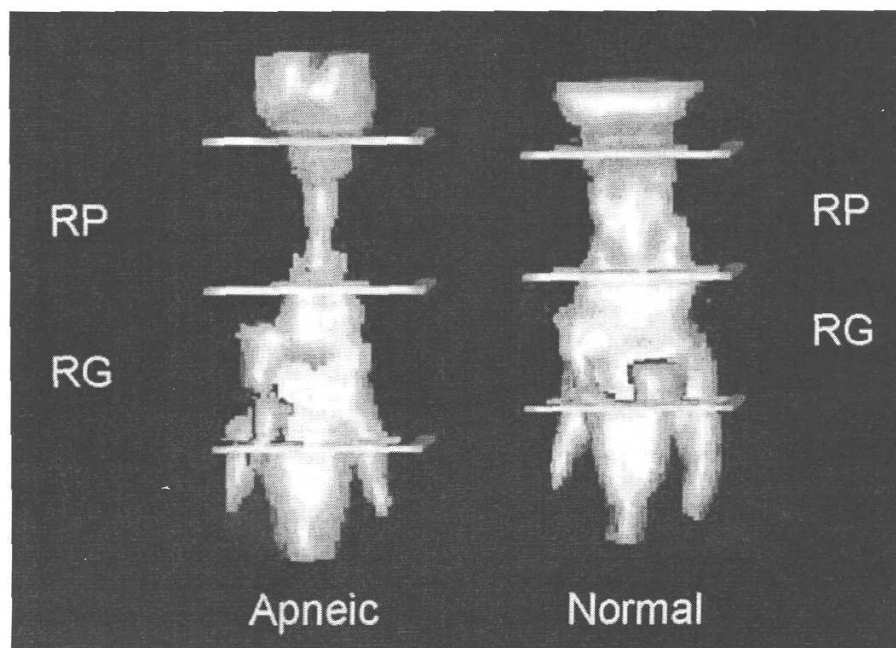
Reconstruction tridimensionnelle des voies aériennes supérieures à partir d’images IRM. Le conduit pharyngé est plus étroit au niveau du velopharynx que de l’oropharynx. Les longueurs des portions oropharyngées (RG) et velopharyngées (RP) sont différentes chez les apnéiques et chez les sujets sains. Le volume du velopharynx est plus réduit chez les apnéiques. D’après [Schwab et al.03].
